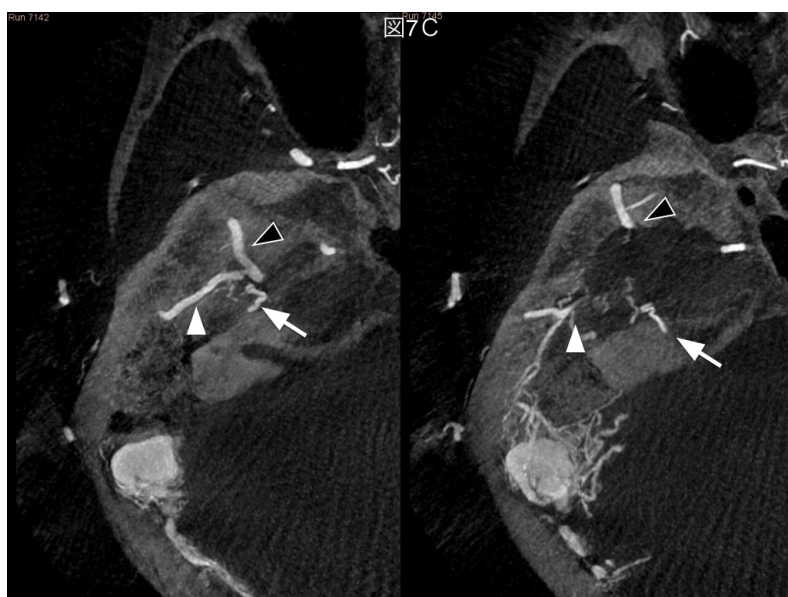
外頸動脈造影正面像(A)、側面像(B)およびCT様画像(C)
